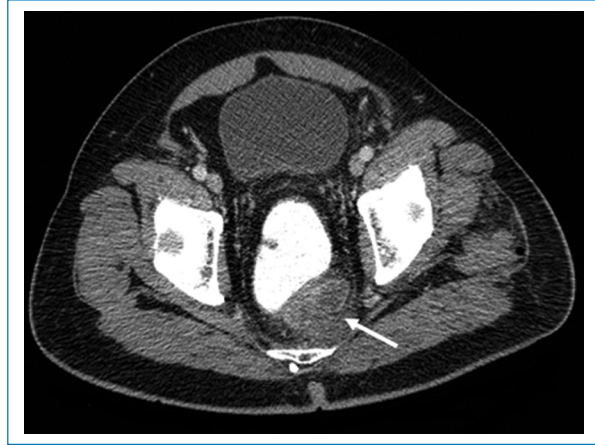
Cortes axiales de TC de abdomen contrastada. Se aprecia un defecto de llenado en el interior de la vena rectal superior (flecha), que condiciona un marcado aumento de calibre y tortuosidad de esta.
